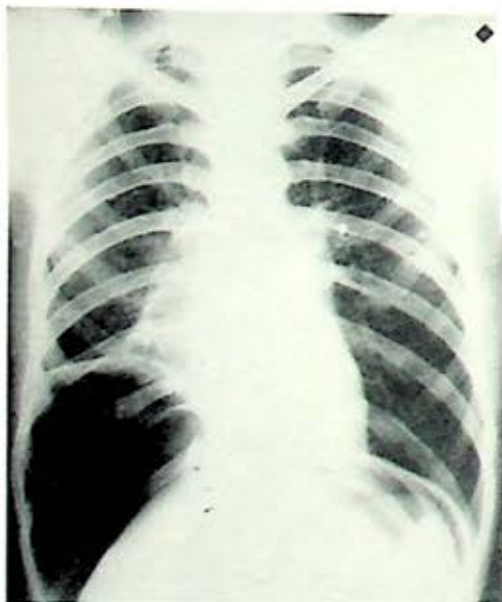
Caso 4.—Enfermo enviado de Orizaba, con caverna baja derecha, para cuyo tratamiento hicieron neumotórax intrapleurales sin éxito, poniendo después neumoperitoneo y frenicectomía, a pesar de lo cual persiste la caverna y se nos envía para resección pulmonar. La radiografía lateral mostró la presencia de la caverna en el segmento superior, inmediatamente por encima del diafragma, muy elevado éste a consecuencia de la frenicectomía y del neumoperitoneo.
